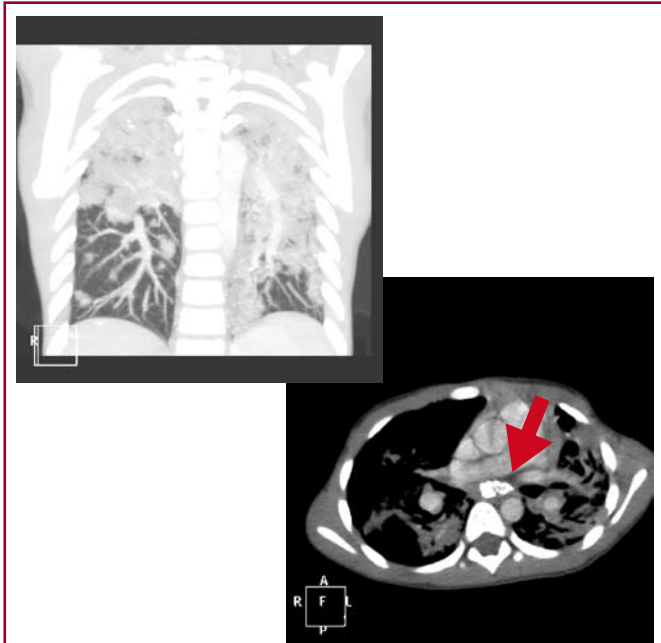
CT Thorax, (transverse en dwarse coupe): Uitgebreide longaantasting met nodulaire infiltraten en atelectastische strengen met diffuus verspreide verkalkingen over beide longvelden. Er wordt 1 grote calcificatie onder de hoofdcarina gezien, die lijkt door te groeien naar de linkerhoofdstambronchus toe (broncholithiase) (rode pijl)
